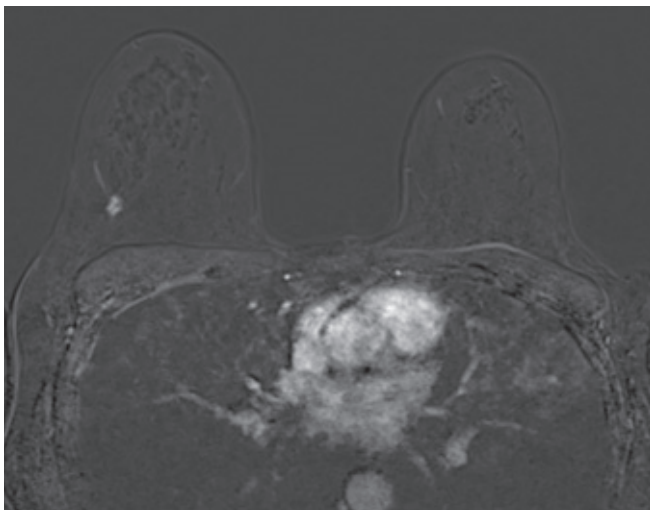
Kontrastmittelverstärktes MRI der Brust, früher Subtraktionsaufnahme: In Korrelation mit der Mammografie bestätigt sich ein früh und stark Kontrastmittelaufnehmender Herdbefund mit sternförmigen Ausläufern im oberen äusseren Quadranten präpektoral bei Schwester 2
